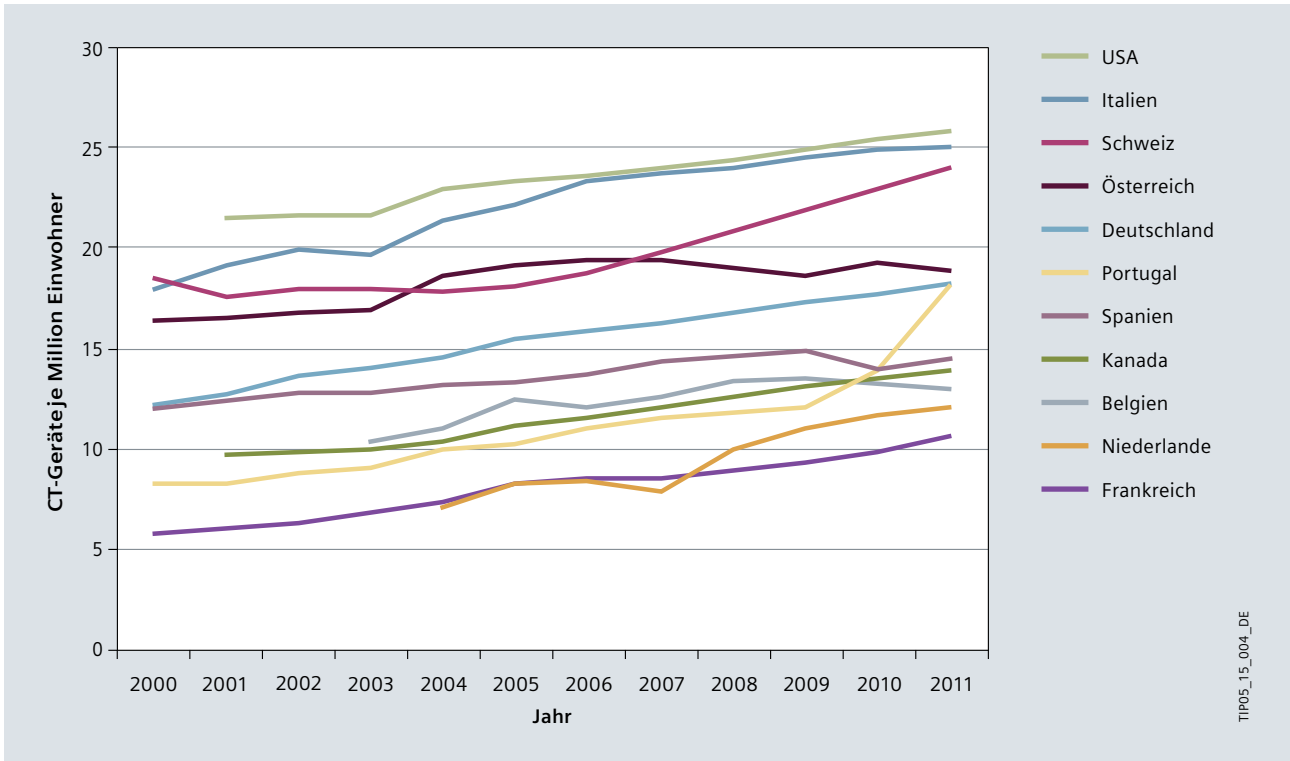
/4: Anzahl bildgebender Systeme in Krankenhäusern [3]: Computertomographen (CT)
